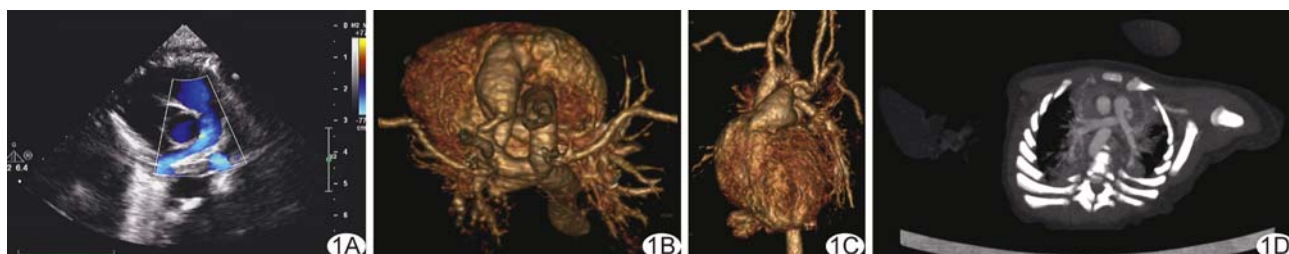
完全性动脉血管环合并肺动脉交叉 A. 彩色多普勒超声未能于同一平面同时显示左、右肺动脉; B. CTA 三维重建示肺动脉干—降主动脉上部—动脉导管形成血管环; C. CTA 三维重建示迷走左颈总动脉与锁骨下动脉; D. 轴位 CTA 示肺动脉交叉
